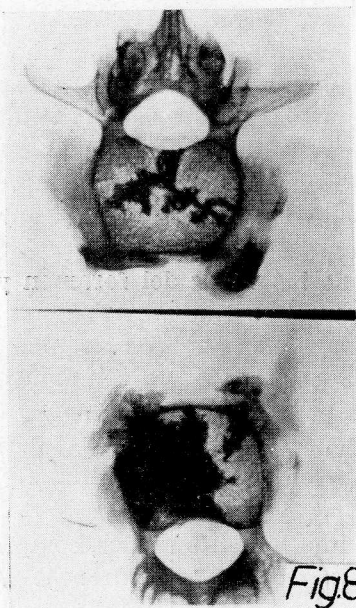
Radiografía de vértebra humana inyectada con contraste. Se observa el canal vascular en forma de Y griega.
